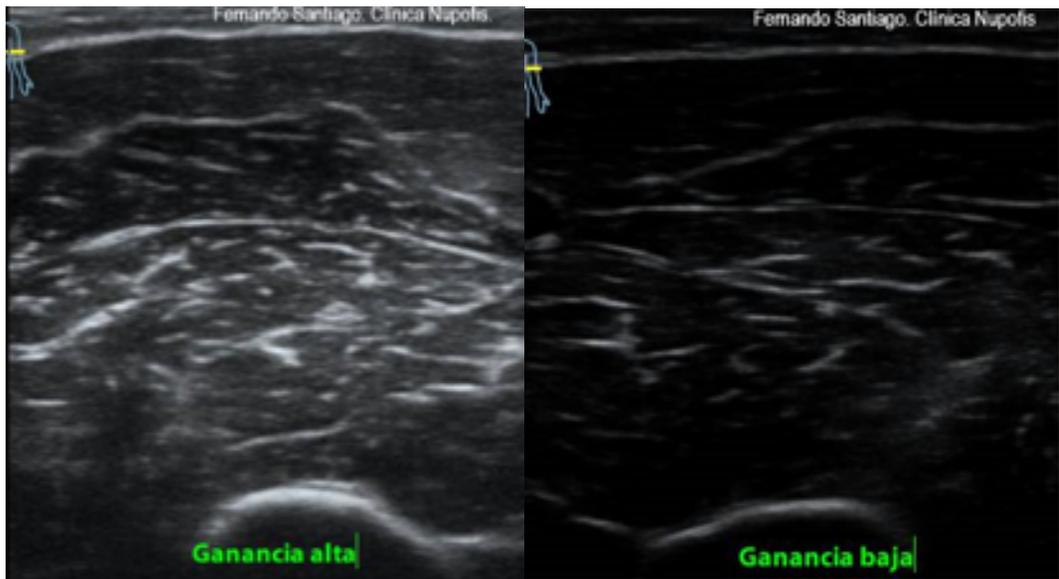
A) ecografía con ganancia alta
